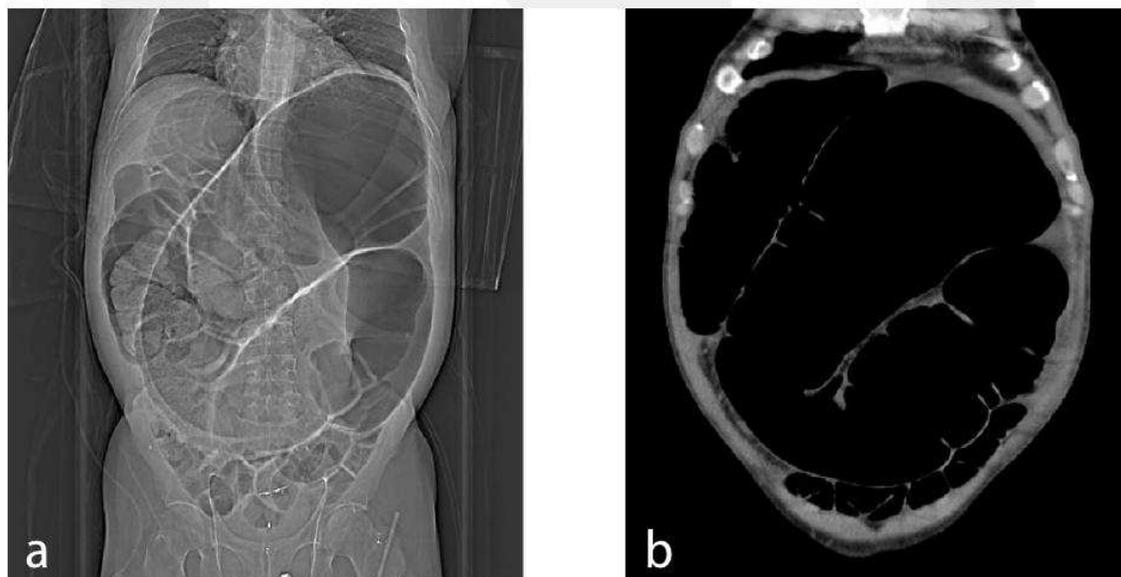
(a) Radiografía digital muestra el sigmoides muy dilatado con aire. Las paredes mediales dan la conformación en "grano de café". (b) TC coronal muestra sigmoides dilatado, extendiéndose desde la pelvis hasta el hipocondrio izquierdo, ocupando casi la totalidad del abdomen.
